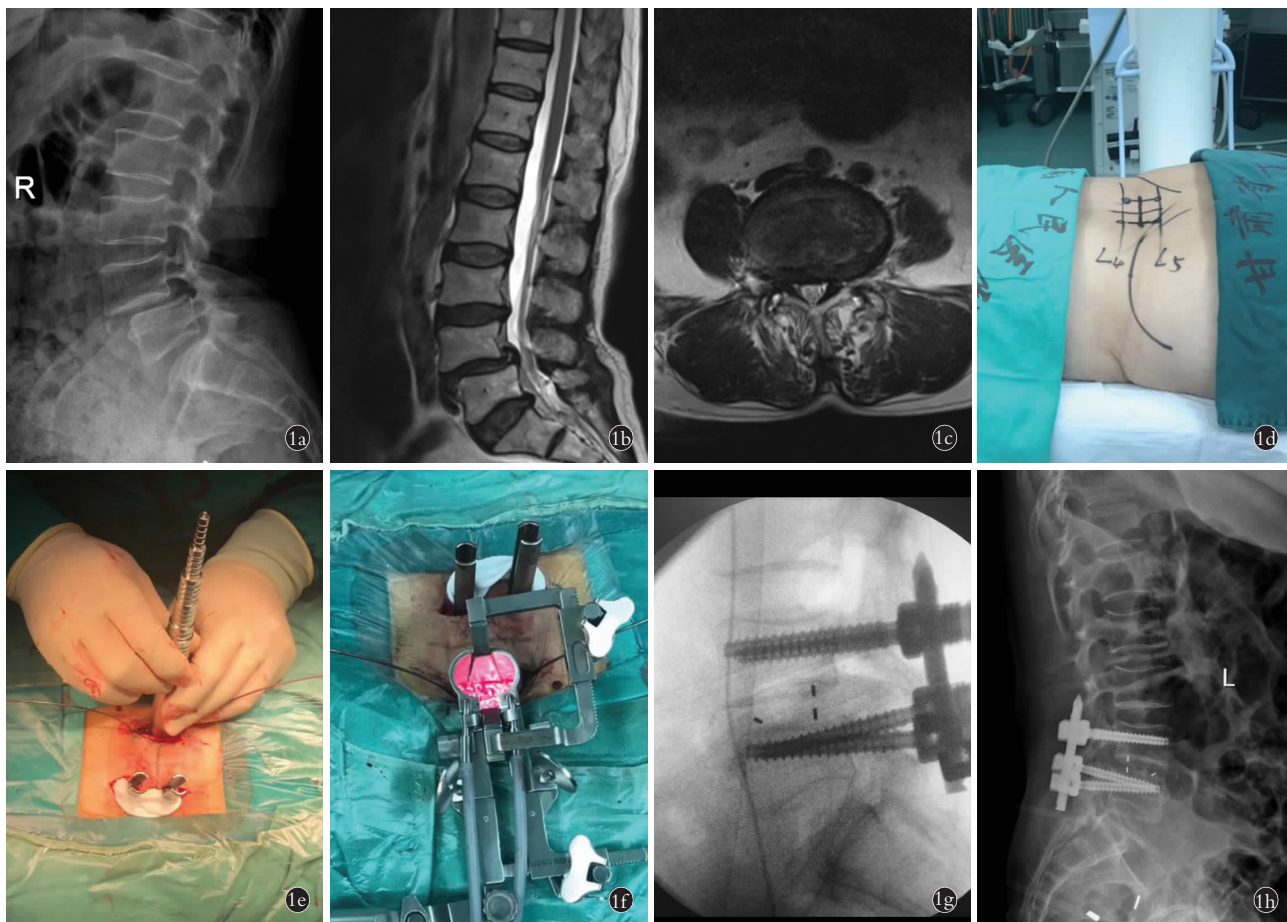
患者,女,60 岁,主因“腰背部疼痛 4 年,加重 2 d”入院,术前诊断为腰椎滑脱症 1a. 术前 X 线侧位片示腰椎退行性改变, L_{4,5} 滑脱, 椎间隙变窄 1b,1c. 术前 MRI 示 L_{4,5} 滑脱, 椎管狭窄 1d. 切皮前 C 形臂 X 线透视精确定位滑脱椎体 1e. 术中放置扩张管 1f. 术中通道系统下减压 1g. 术后侧位 X 线片示融合器、内固定良好 1h. 术后 6 个月侧位 X 线片示椎间融合良好
